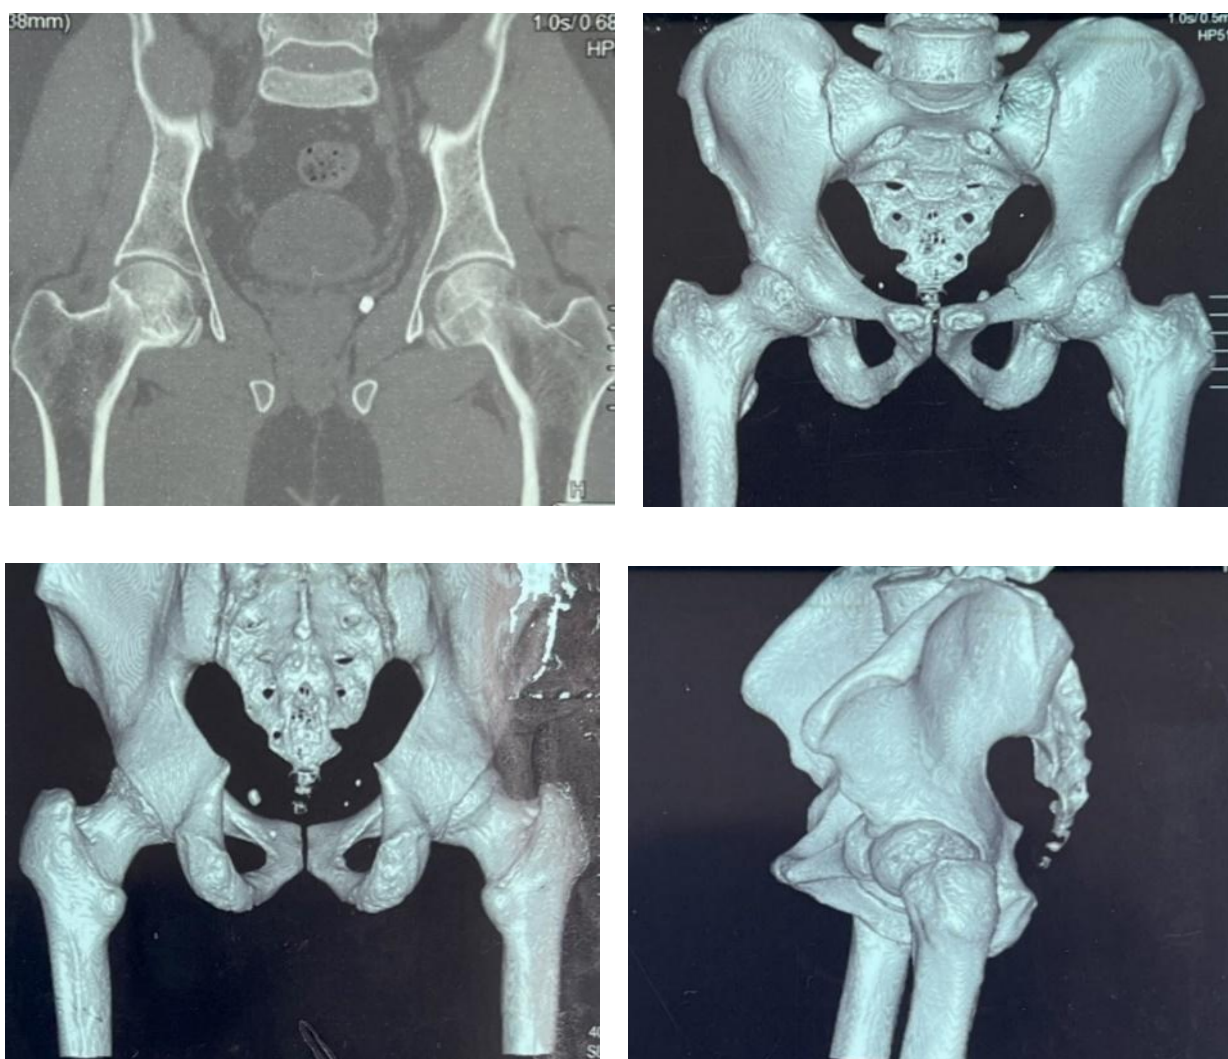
Коминтерна томография ТБС с трёхмерной реконструкцией
